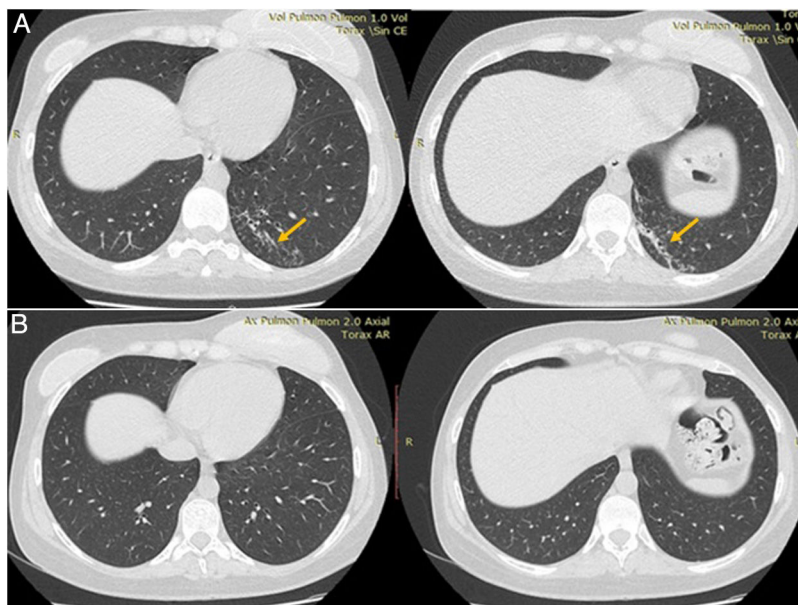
A. Tomografía de tórax al momento del diagnóstico. B. Tomografía de tórax de control después de completar el tratamiento antibiótico.
